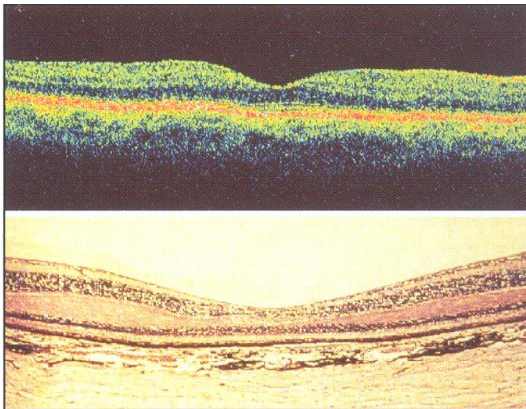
Tomografía óptica de coherencia (OCT) y corte histológico a través de la zona macular de una retina normal¹⁰.
